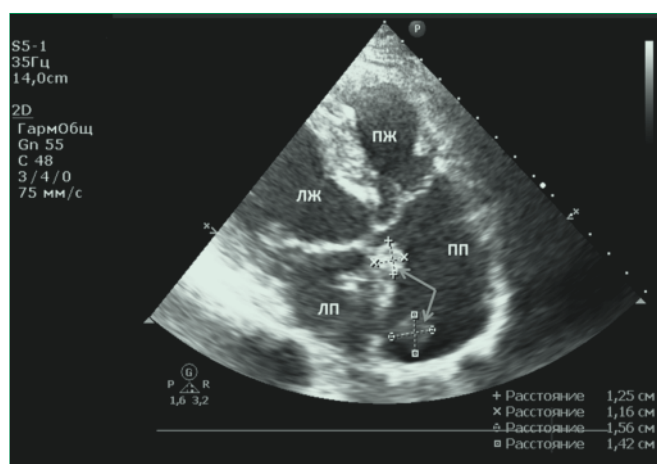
Эхокардиограмма пациента после ПХТ
